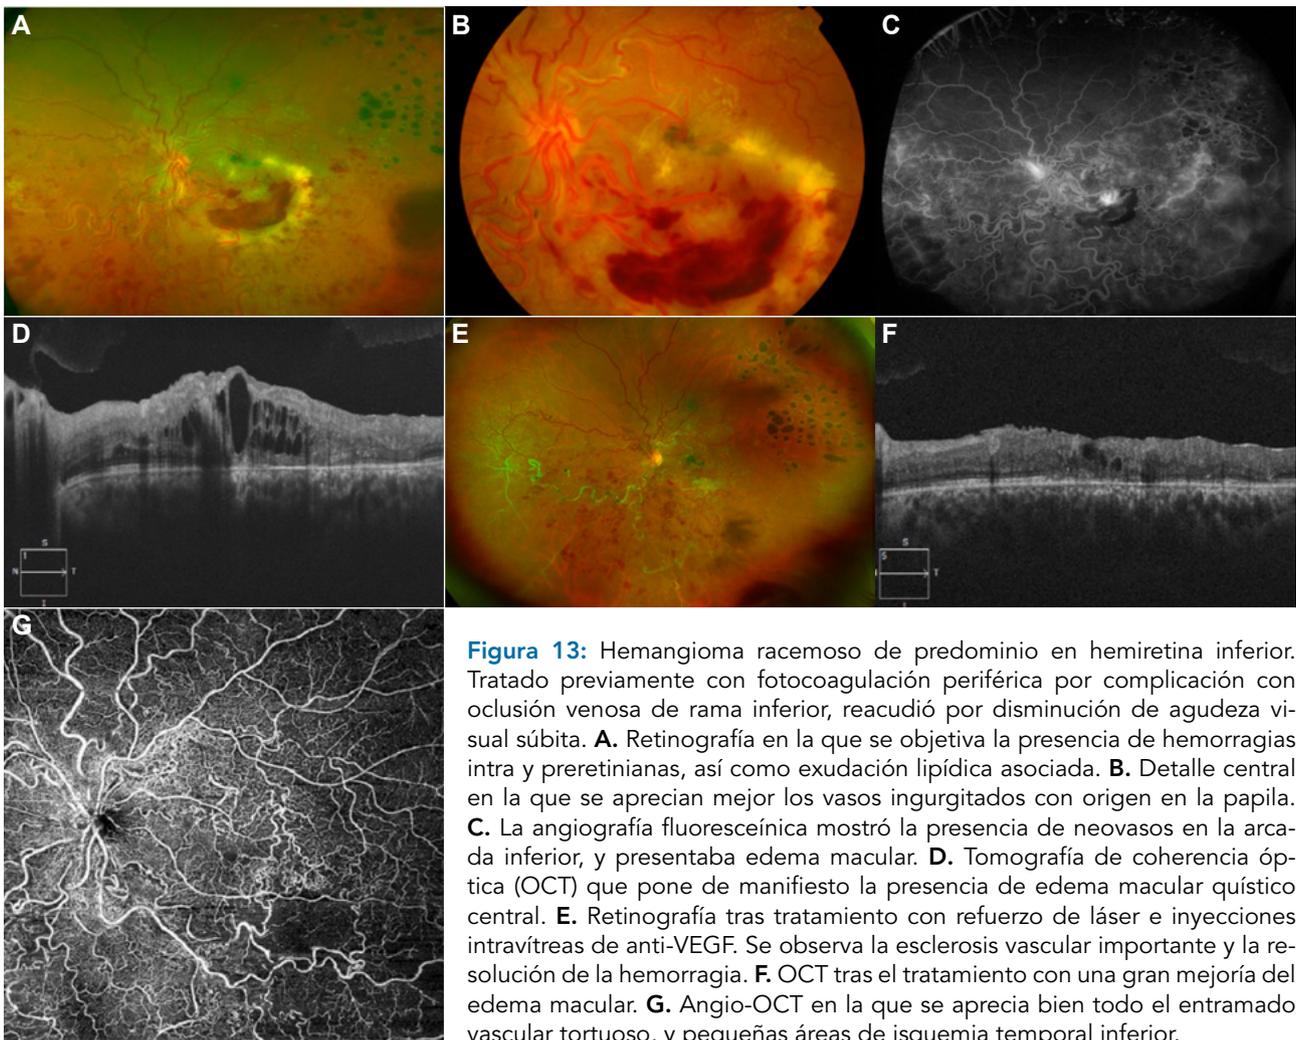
Hemangioma racemoso de predominio en hemiretina inferior. Tratado previamente con fotocoagulación periférica por complicación con oclusión venosa de rama inferior, reanudó por disminución de agudeza visual súbita. A. Retinografía en la que se objetiva la presencia de hemorragias intra y preretinianas, así como exudación lipídica asociada. B. Detalle central en la que se aprecian mejor los vasos ingurgitados con origen en la papila. C. La angiografía fluoresceínica mostró la presencia de neovasos en la arca inferior, y presentaba edema macular. D. Tomografía de coherencia óptica (OCT) que pone de manifiesto la presencia de edema macular quístico central. E. Retinografía tras tratamiento con refuerzo de láser e inyecciones intravítreas de anti-VEGF. Se observa la esclerosis vascular importante y la resolución de la hemorragia. F. OCT tras el tratamiento con una gran mejoría del edema macular. G. Angio-OCT en la que se aprecia bien todo el entramado vascular tortuoso, y pequeñas áreas de isquemia temporal inferior.
